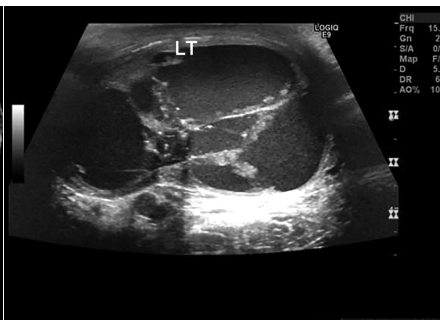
二维超声示左侧睾丸(LT)内囊性包块, 内见多条带状分隔及密集点状回声
